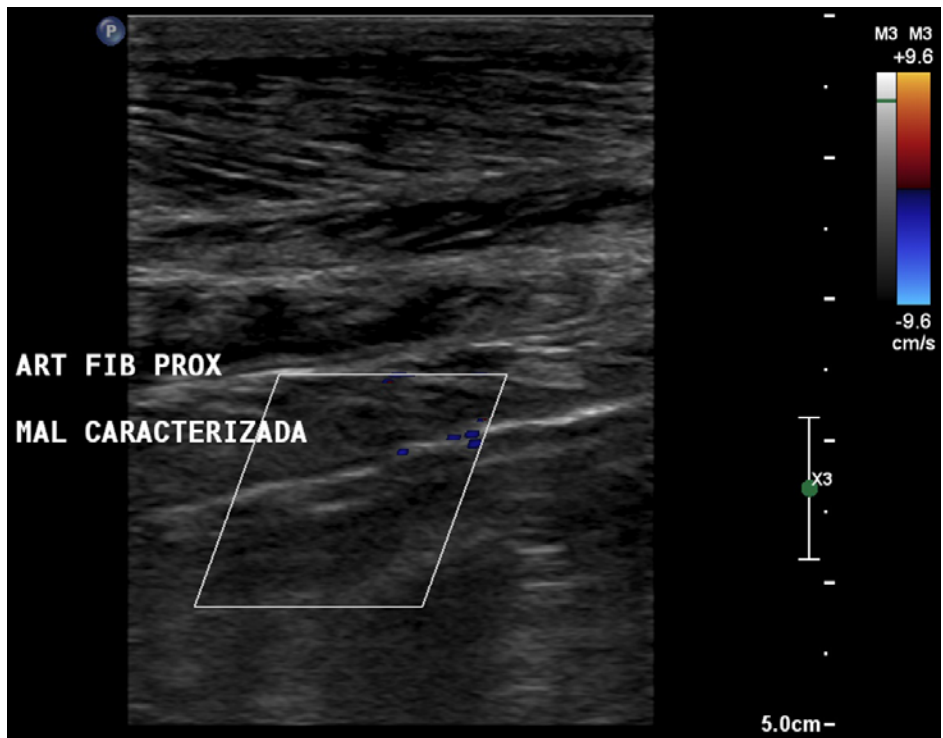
Doppler colorido da artéria fibular direita (terço proximal)
